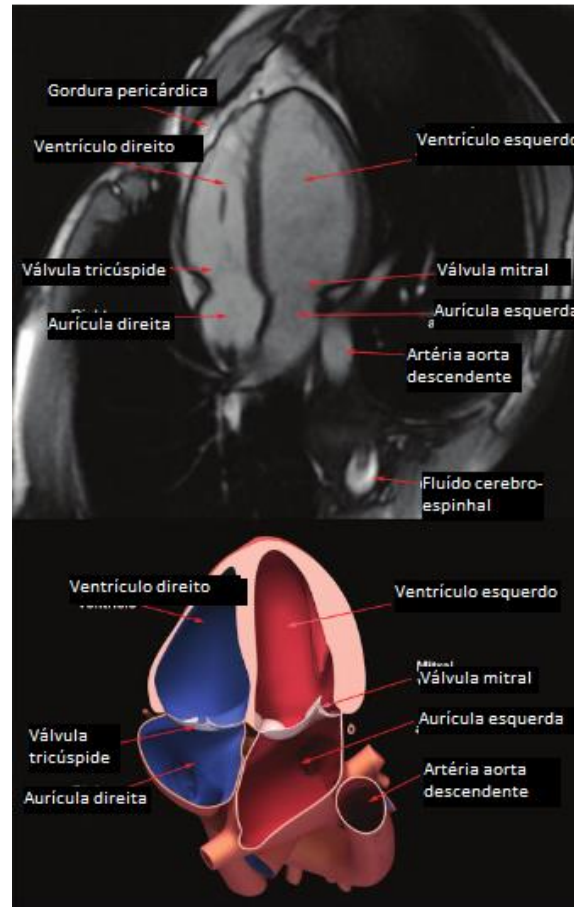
Anatomia cardíaca na RM (imagem quatro câmaras cardíacas) evidenciando aurículas, ventrículos e válvulas auriculo-ventriculares (adap. (Williamson, Eric E., McGee 2008))
